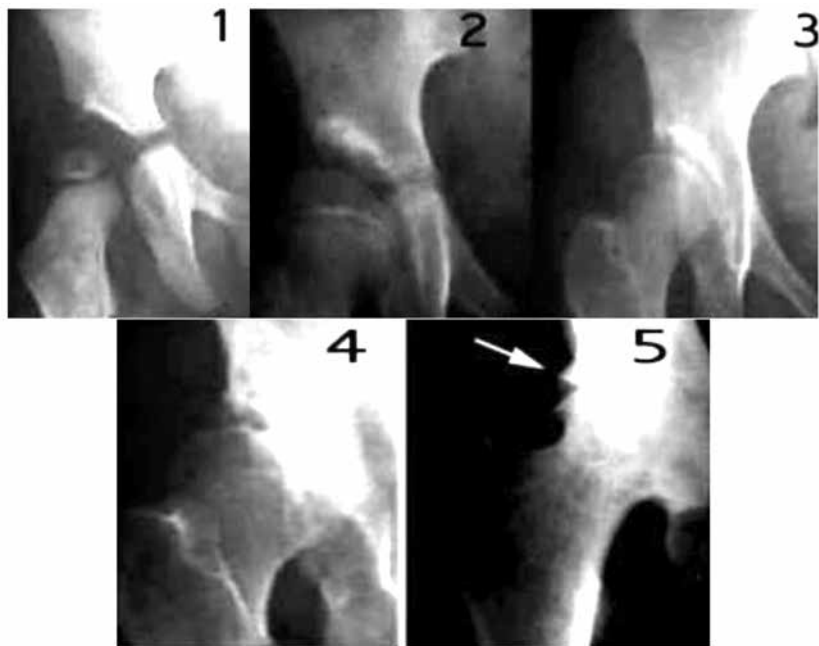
Рентгенограммы правого тазобедренного сустава пациентки Л. с недолеченной дисплазией ТБС в возрасте 1 год (1), 14 лет (2), 18 лет (3), 32 лет (4) и 42 (5) лет. Отмечается развитие тяжёлого диспластического коксартроза в 32-летнем возрасте
